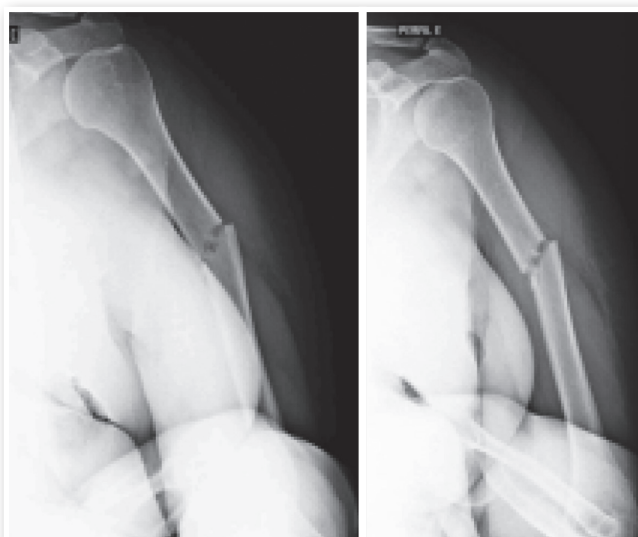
Radiografia da fratura realizada durante avaliação inicial no pronto-atendimento.
